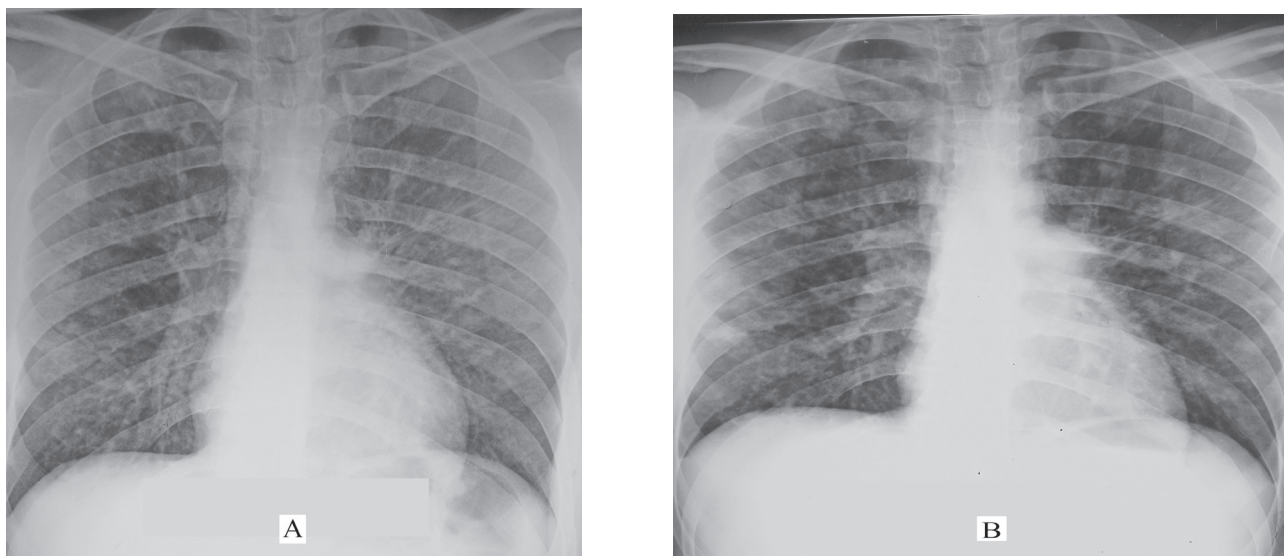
A. Radiografia cutiei toracice, la momentul spitalizării curente, incidență postero-anterioară, opacități nodulare, bilaterale, diseminate, îngroșări peribronhovasculare, adenopatie hilară. B. Radiografia cutiei toracice peste 12 zile de la spitalizare, incidență postero-anterioară
